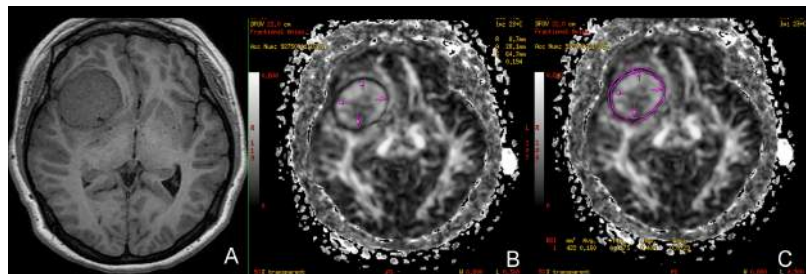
Técnica para medición del factor de anisotropía capsular. A. RM corte axial en el diámetro máximo tumoral en la secuencia T1. B. Se observa la cápsula tumoral. C. Se realiza la medición del factor de anisotropía delimitando con volumetría la cápsula en su diámetro máximo.
